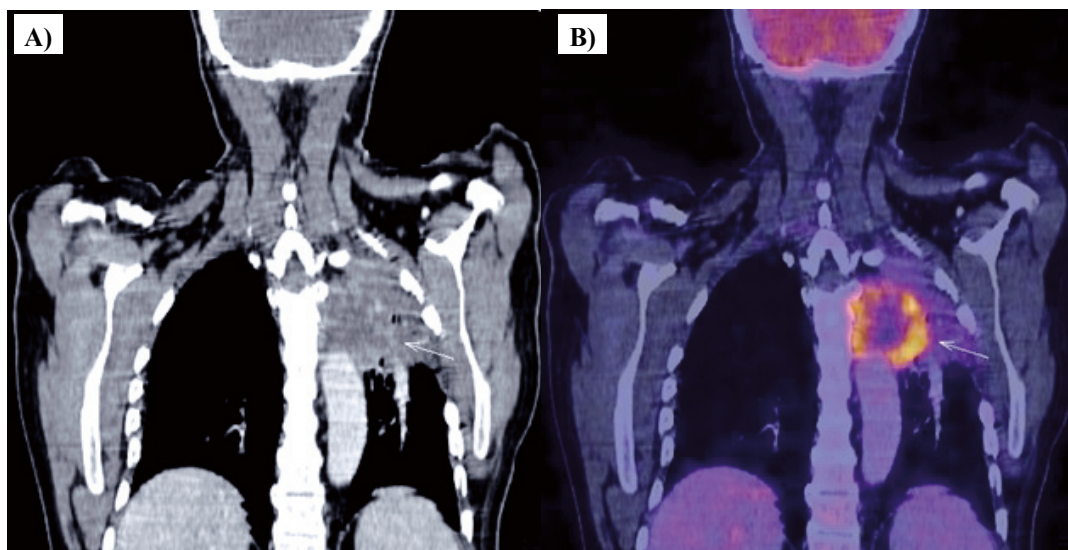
A: Imagen coronal CT. B: Imagen coronal PET/CT, mostrando actividad metabólica en una lesión pulmonar, véase que la real actividad metabólica está en el borde tumoral, por lo que es adecuado para planificar radioterapia o para una toma de biopsia.
